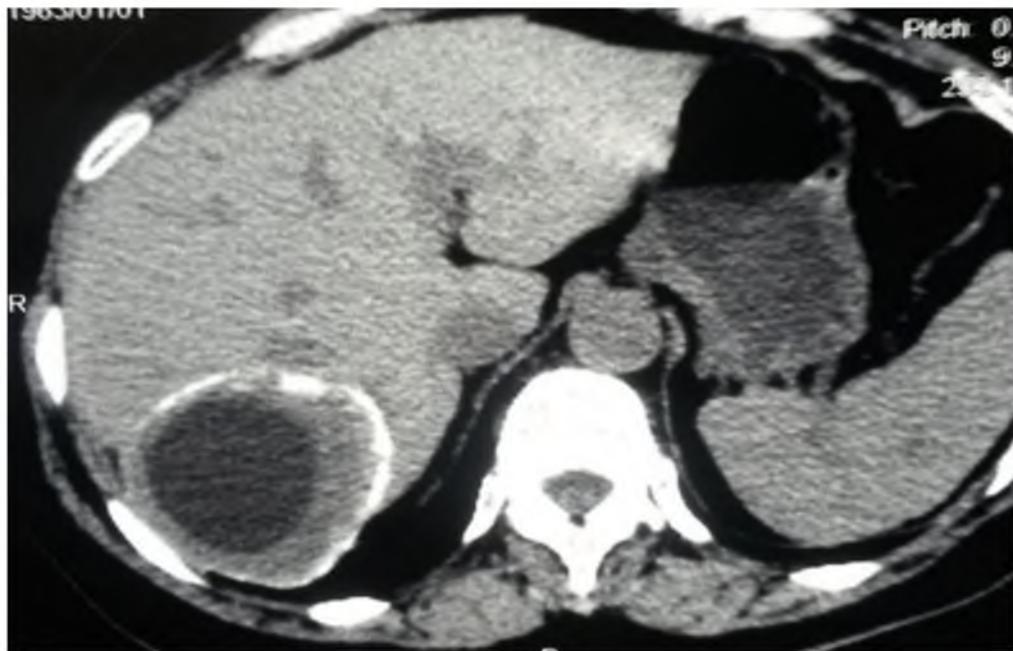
КТ. Рецидивный эхинококкоз печени. Кальцифицированная фиброзная капсула
